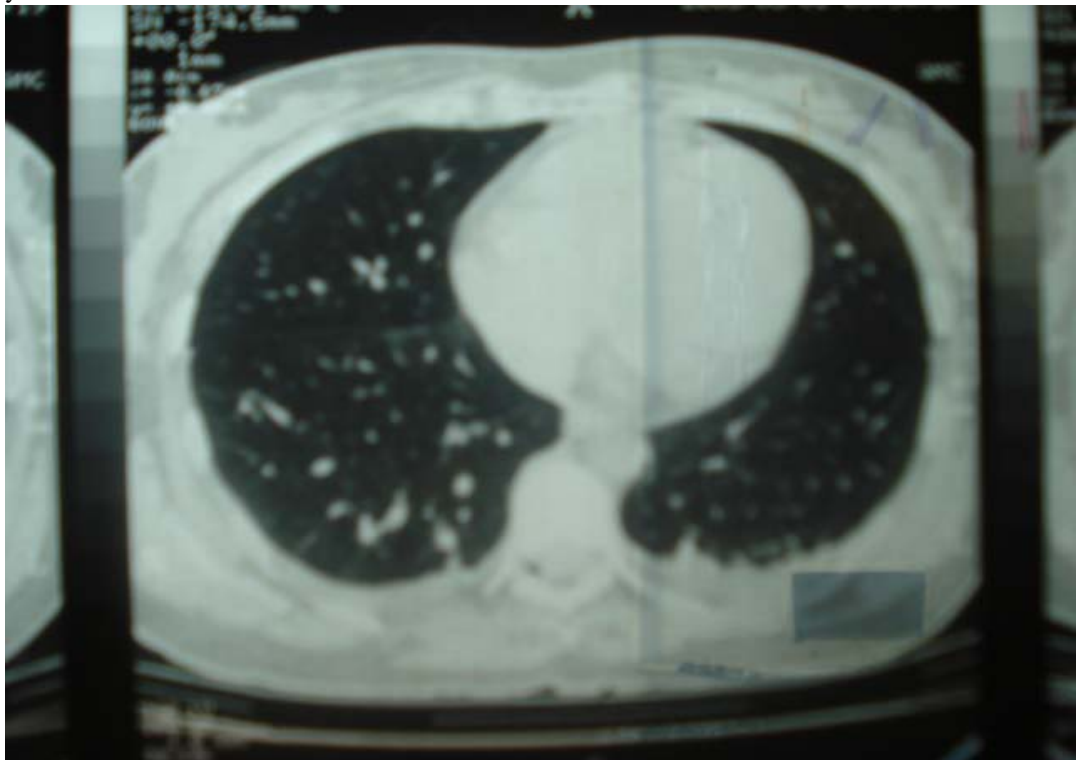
Tomografía postoperatoria, 24 horas despues en el mismo paciente en la cual muestra derrame bilateral de predominio izquierdo, con bandas de atelectasia en region posterior de lobulos inferiores en ambos pulmones.
